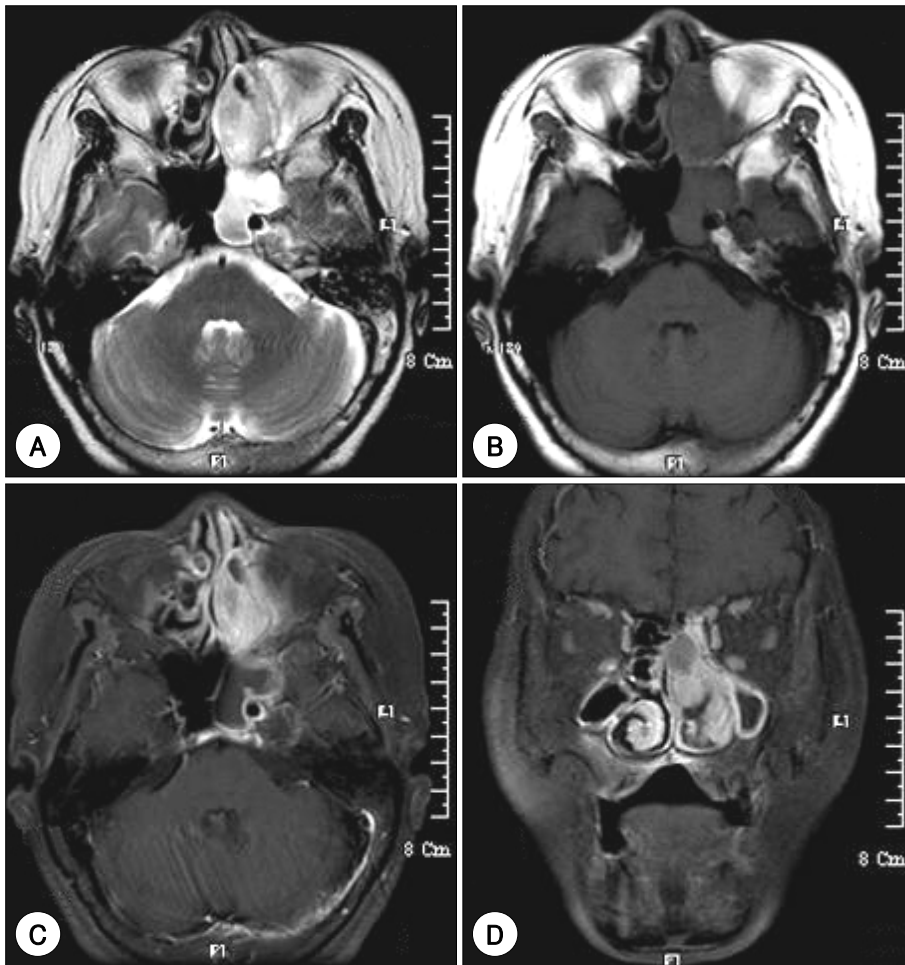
Preoperative magnetic resonance imaging shows a mass which appears inhomogeneous high signal intensity with low signal intensity at T2 weighted image (A) and intermediate low signal intensity at T1 weighted images (B). And after enhancement, the mass is well-enhanced. No intracranial involvement is observed (C, D).
